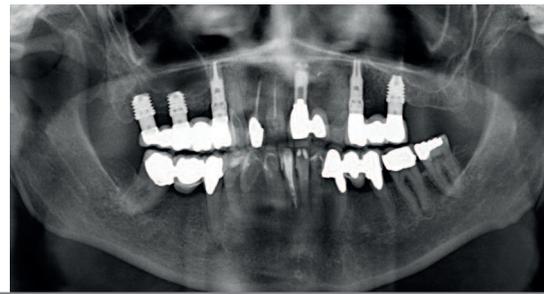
Radiografía al año de la inserción de los implantes y seis meses después de la colocación de la prótesis definitiva. Podemos observar la correcta estabilidad del hueso en torno a los implantes dentales, a pesar de la escasa densidad y la longitud de los mismos.
